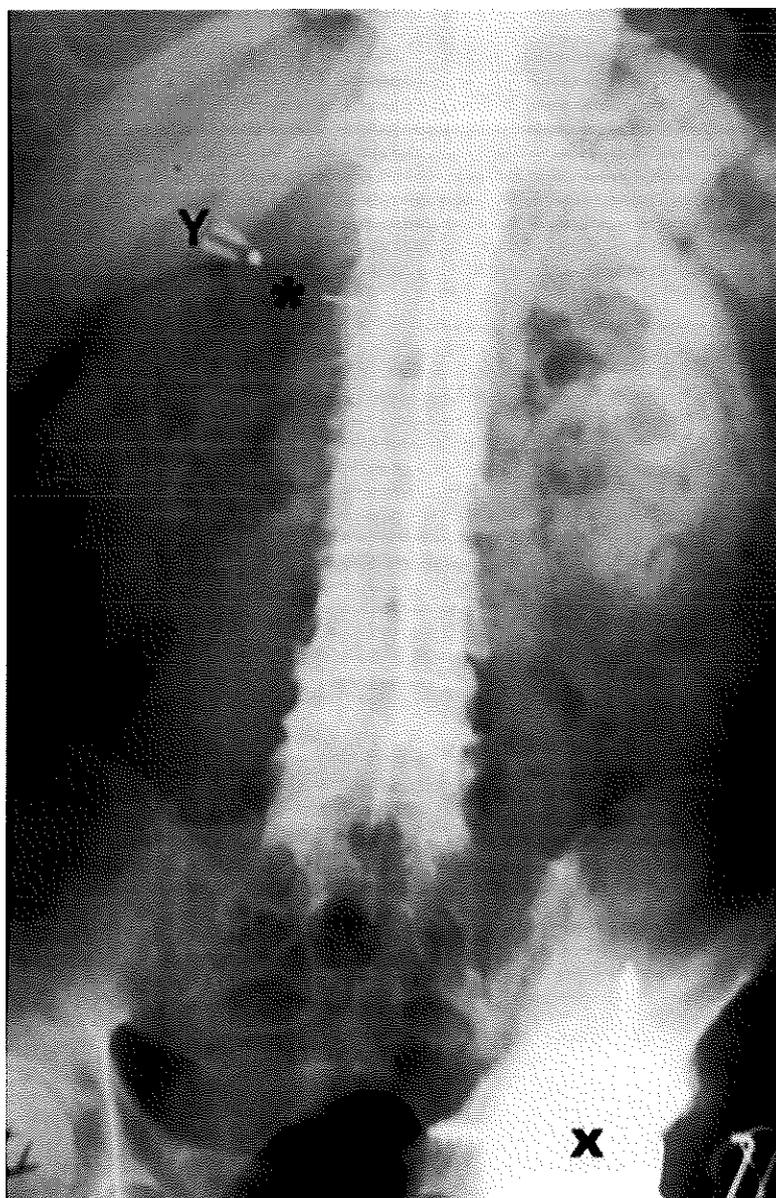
radiographie abdominale antéro-postérieure prise après ingestion d'un instrument endodontique, KUO et CHEN, 2008 (61).*
